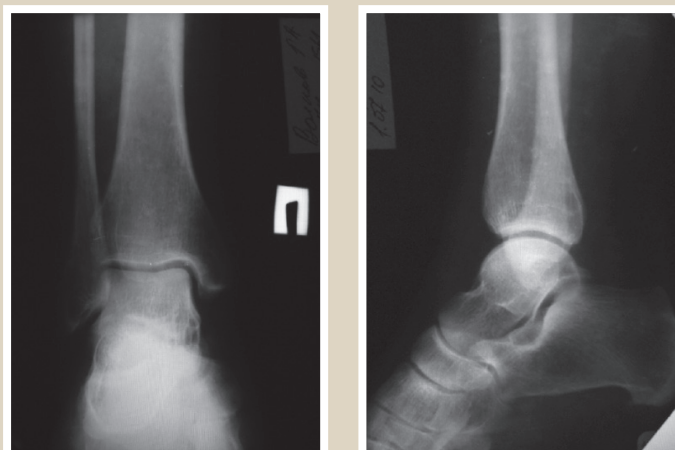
The same patient. Comparative X-ray of the right ankle joint.
